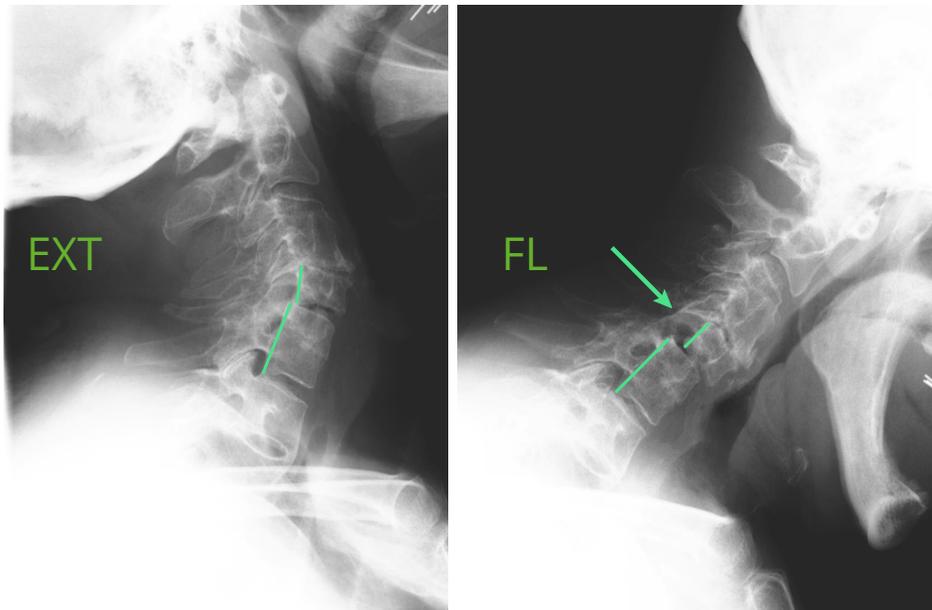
Radiographies de profil en flexion et extension : démonstration d'une subluxation subaxiale.
